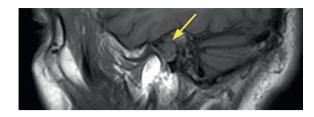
(А). МРТ правого внутреннего слухового прохода, Т1-ВИ в сагиттальной плоскости
